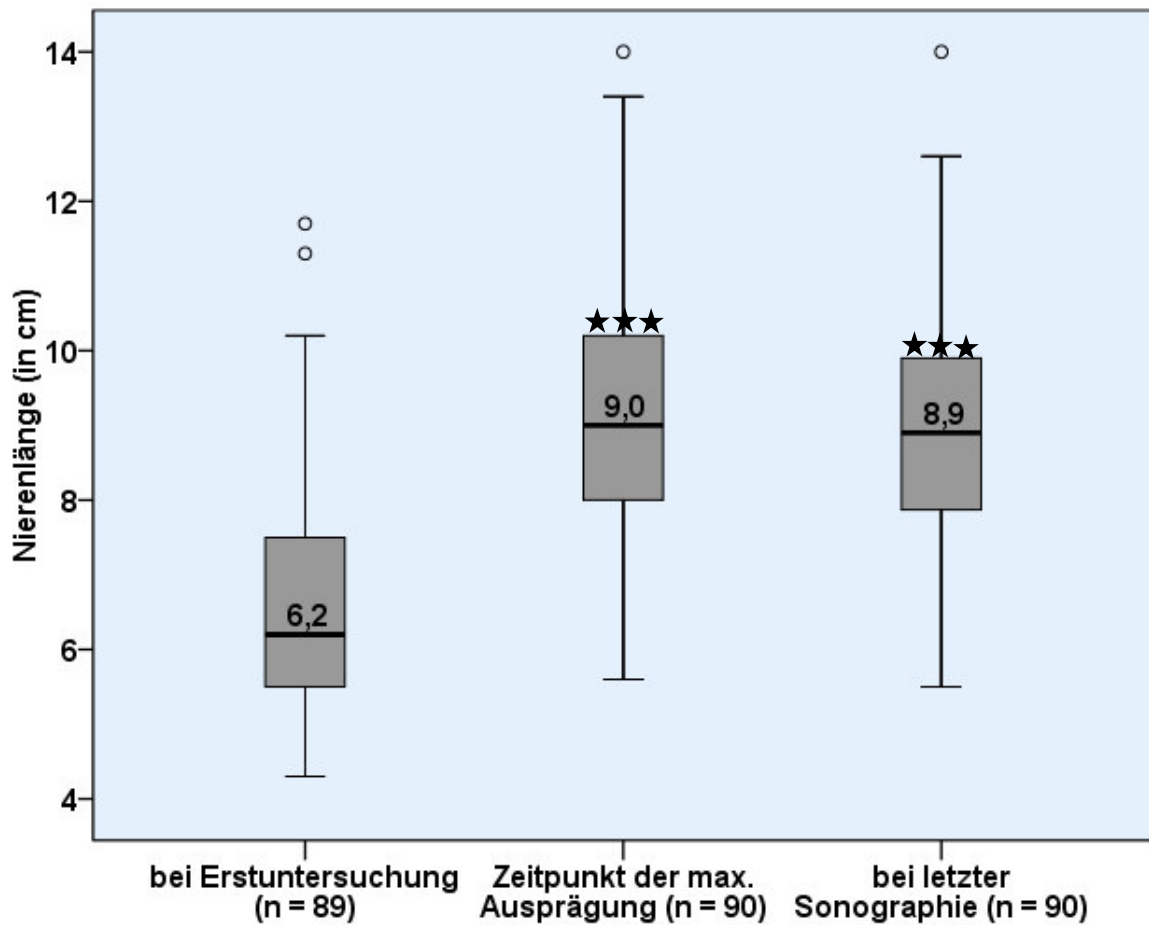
Übersicht über die Nierenlänge im Verlauf. * zeigt, dass zum Zeitpunkt der maximalen Ausprägung sowie bei der letzten Sonographie eine hoch signifikante ($p < 0,001$) größere Niere vorlag als bei der Erstuntersuchung
